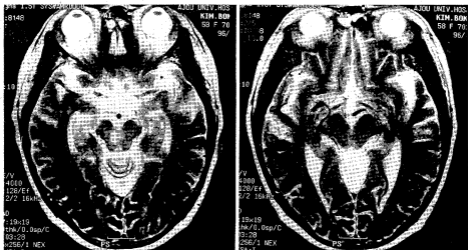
Brain MRI showing focal high signals (T2WD) in caudal midbrain.
